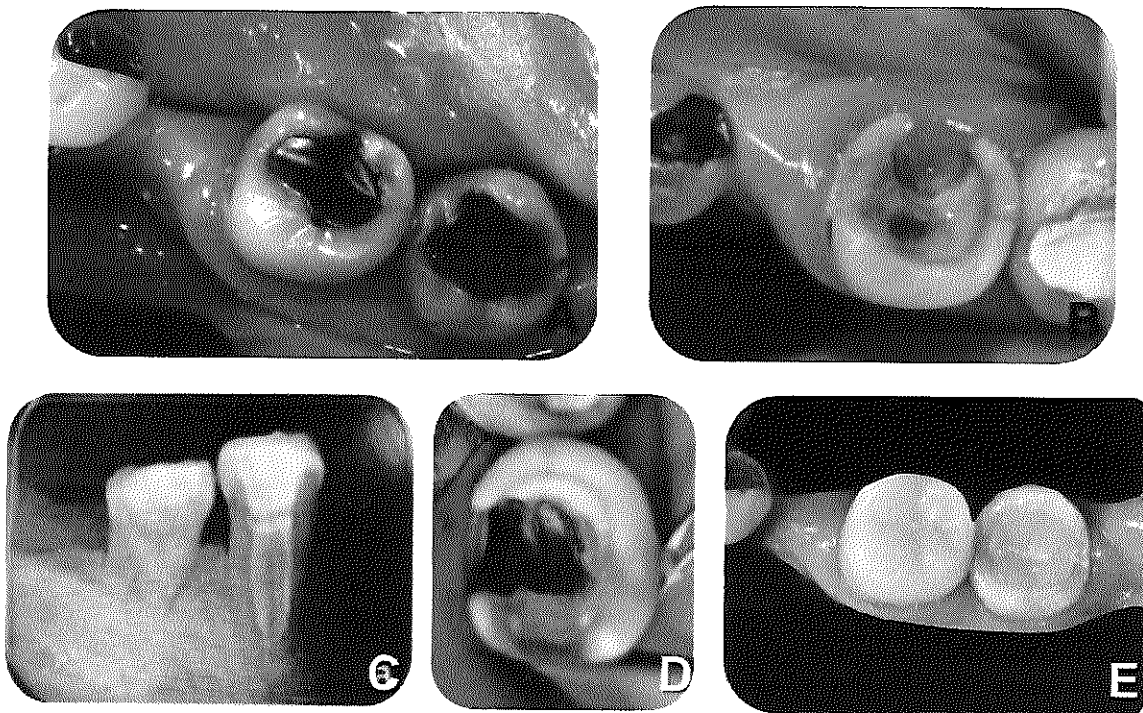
A: Restauración de amalgama previa en diente 36. B: Una vez retirada la obturación y remoción de caries en zona lingual comprometida. C: Radiografía final del diente después de realizar el tratamiento de conductos y restauración temporal. D: Conductos en forma en C, antes de sellar su acceso con ionómero de vidrio. E: Restauración ya cementada después de verificada la oclusión.
